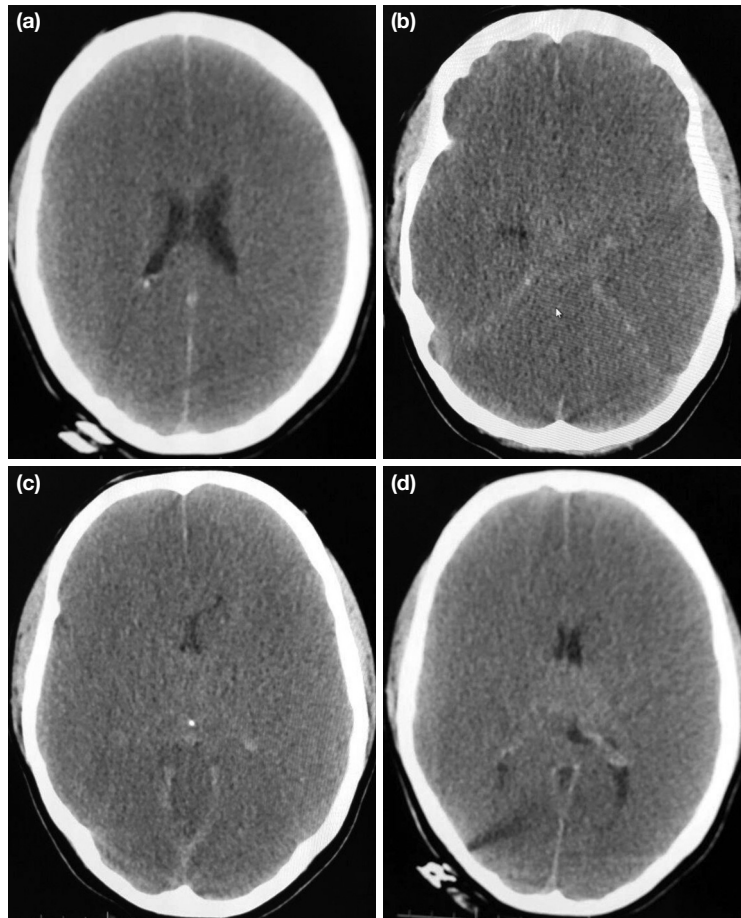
a–d. CT images. Gray and white matters could not be differentiated in any part of the brain.
